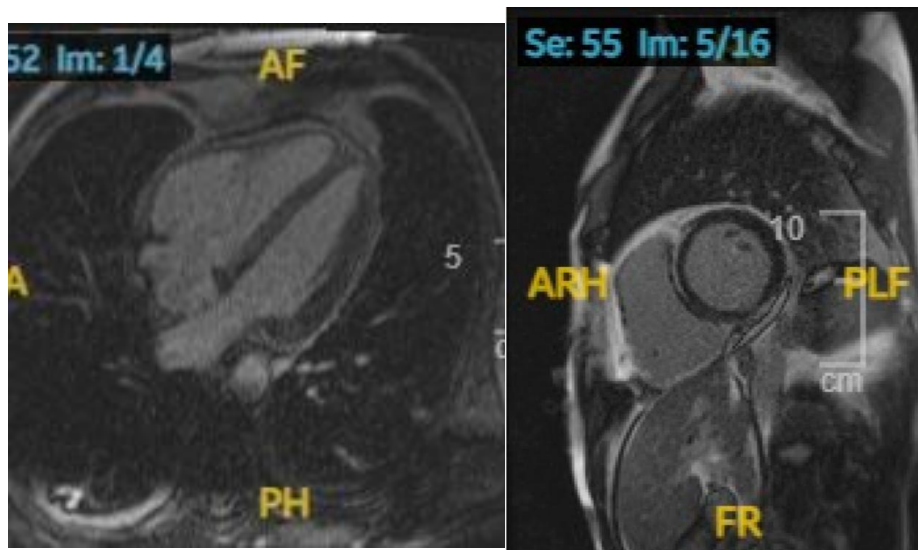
Resonancia magnética.
